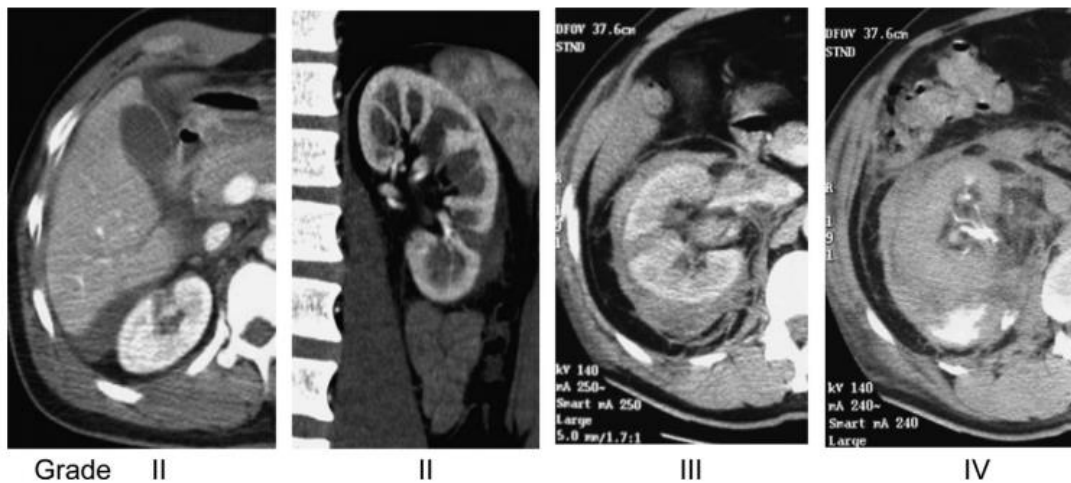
Les différents grades AAST de traumatisme rénal à la TDM (34)
